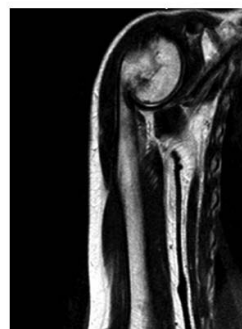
RMN. Se observa una barra en la parte medial de la fisis proximal del húmero derecho.
